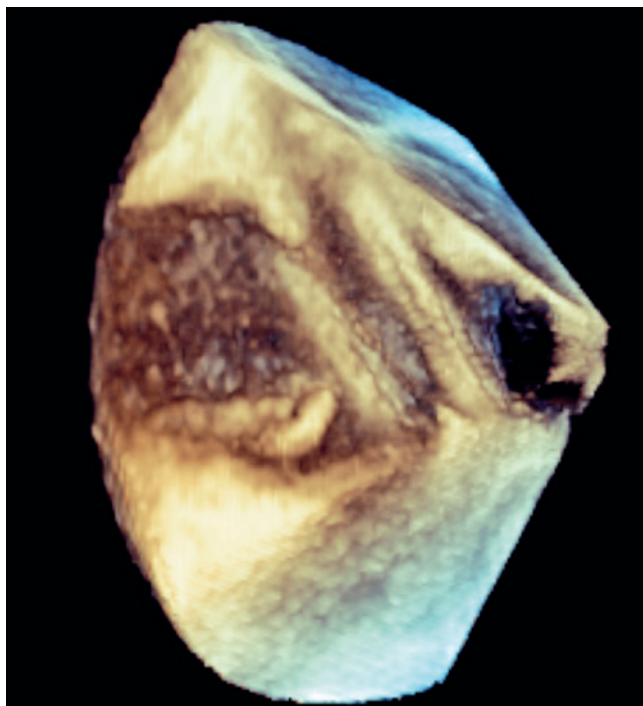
Ecocardiograma transesofágico tridimensional mostrando prótese bem posicionada no septo interatrial.
